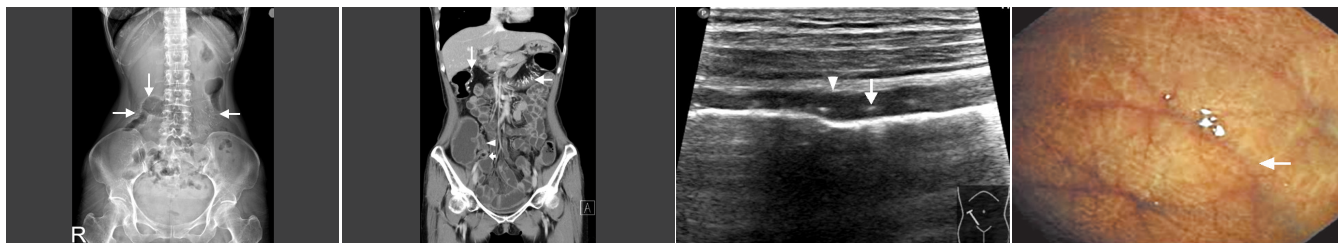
腹部平片示结肠区见多发线状钙化影(箭头示) 图 2 肠系膜静脉硬化性肠炎的 CT 小肠造影图(细直线箭头示升结肠至降结肠近段肠壁周围肠系膜血管多发钙化影;三角箭头示回肠末段肠壁轻度增厚;粗直线箭头示阑尾正常) 图 3 声像图示升结肠肠壁增厚(三角箭头示), 结肠袋结构消失, 结肠肠壁内多发钙化(直线箭头示) 图 4 结肠镜检查见结肠袋结构消失, 可见蓝紫色静脉(箭头示)
